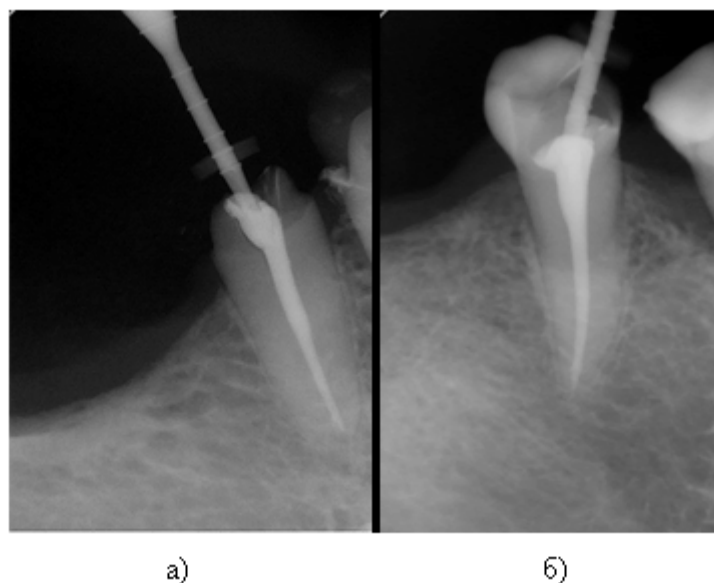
(а и б). — контрольная рентгенография после пломбирования системой GuttaCore™
